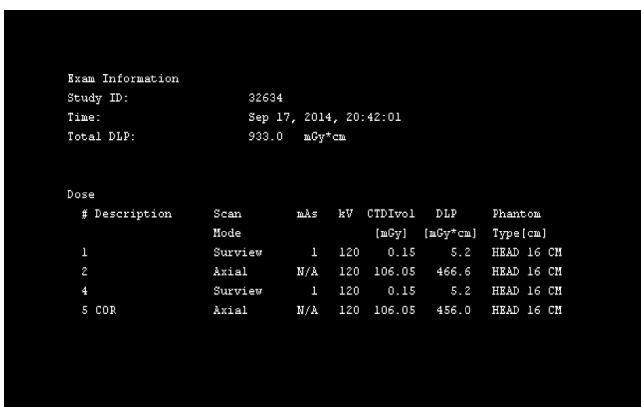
DICOM file information of temporal bone CT in conventional scan
